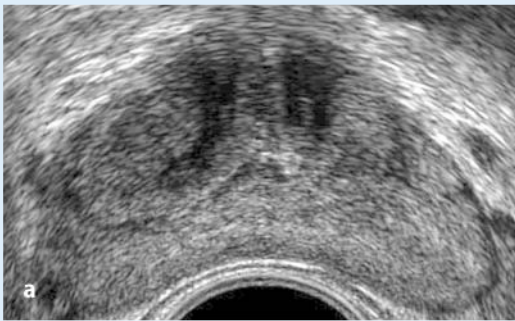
c ◀ Kontrastmittelverstärkte Dopplersonographie der Prostata bei einem Patienten mit Verdacht auf ein Karzinom. a Die B-Bild-Sonographie zeigt kein suspektes Areal. b Die native Dopplersonographie zeigt ebenfalls kein suspekt vaskularisiertes Areal. c Die kontrastmittelverstärkte-Dopplersonographie zeigt eindeutig ein hypervaskuläres Areal (Pfeil) links, welches sich als Prostatakarzinom bestätigte
